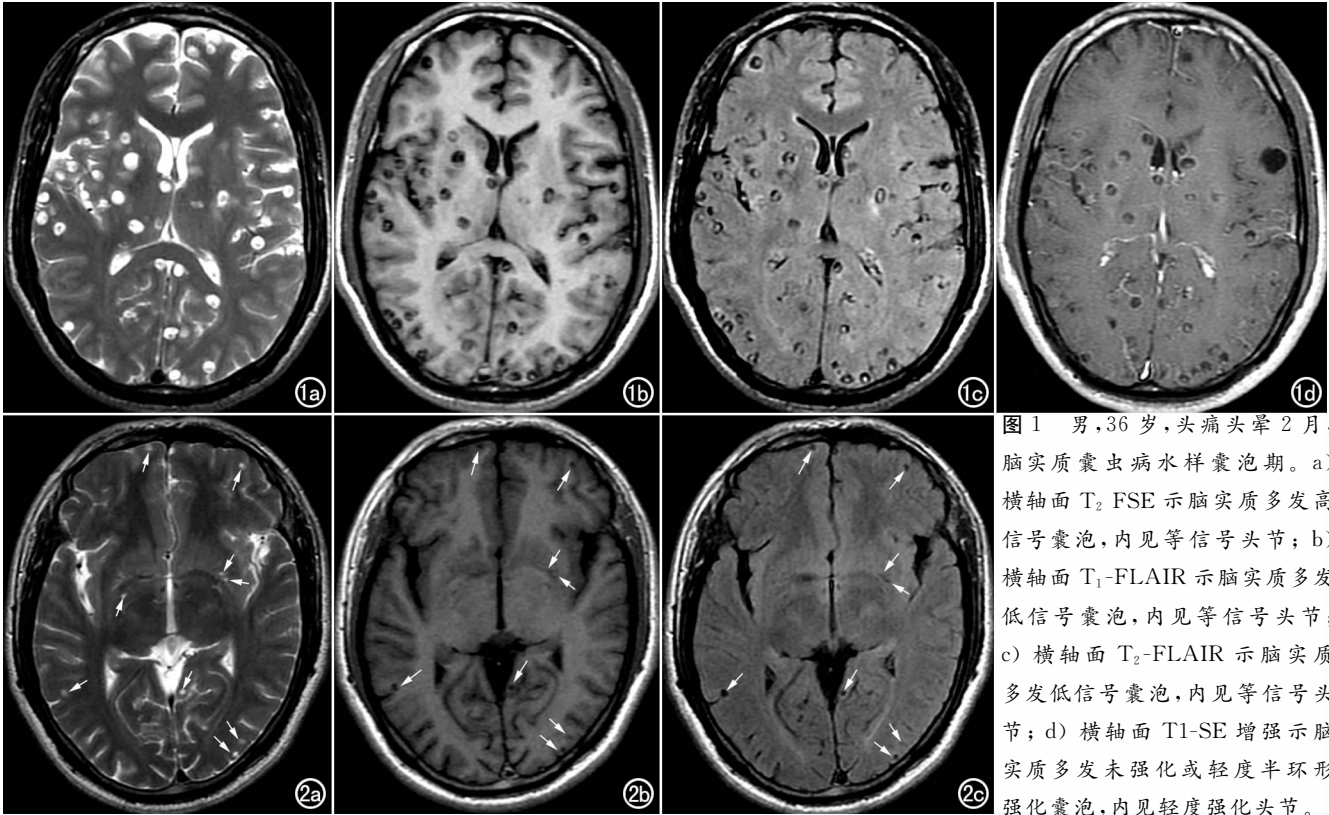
男, 36 岁, 头痛头晕 2 月, 脑实质囊虫病水样囊泡期。a) 横轴面 T₂ FSE 示脑实质多发高信号囊泡, 内见等信号头节; b) 横轴面 T₁-FLAIR 示脑实质多发低信号囊泡, 内见等信号头节; c) 横轴面 T₂-FLAIR 示脑实质多发低信号囊泡, 内见等信号头节; d) 横轴面 T₁-SE 增强示脑实质多发未强化或轻度半环形强化囊泡, 内见轻度强化头节。
